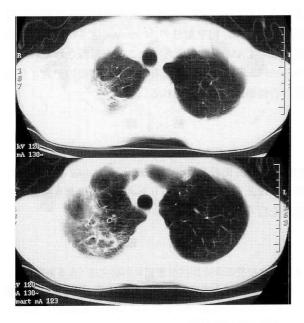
CT scans showing peripheral airspace consolidations with thin-walled cavities in the right upper lobe. Note multiple bullae were seen in the bilateral lungs.
